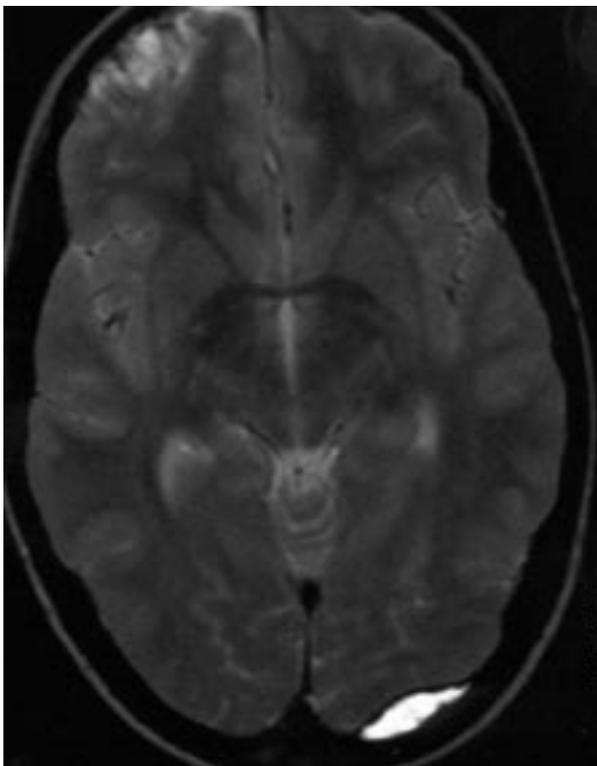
Resonancia nuclear magnética (potenciada en T2). Hematoma epidural occipital. Contusión hemorrágica frontal contralateral.
